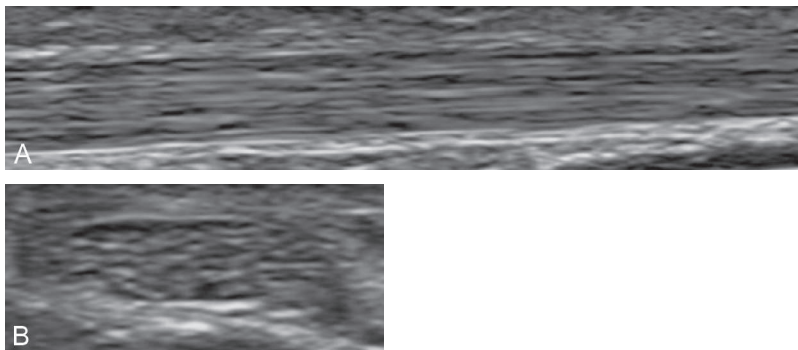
Échographie d'un tendon normal en coupe longitudinale (a) et transversale (b).
